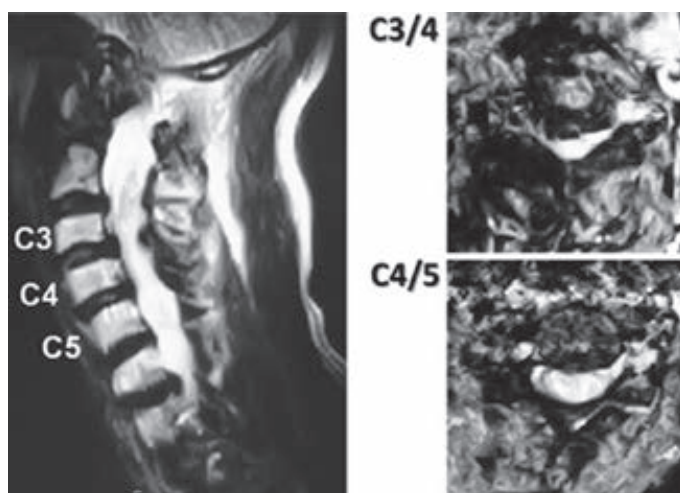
症例 2 の術前 MRI. 多椎間に椎間板変性を認め、C3/4 椎間で前後両方からの硬膜の圧迫を認めた。
